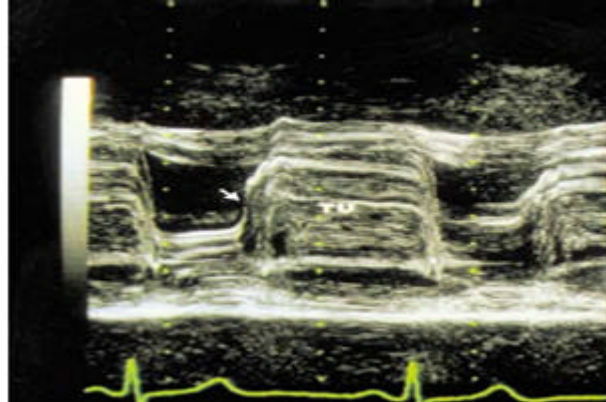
Ecocardiograma Modo M.
